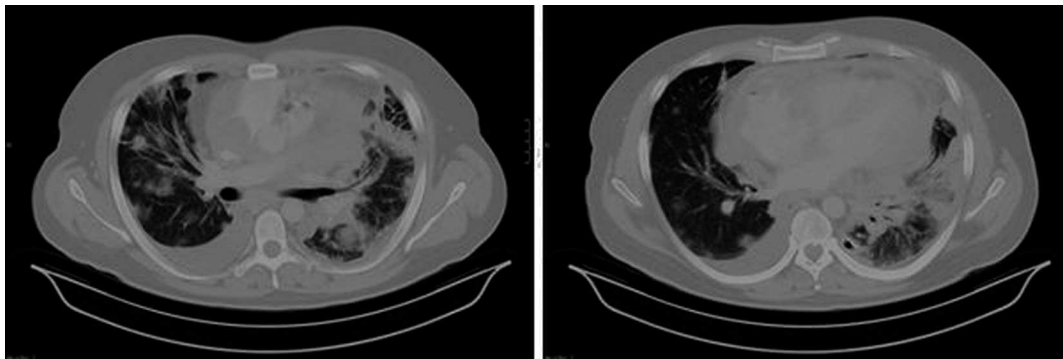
TC torácica – Massa tumoral invadindo miocárdio com múltiplas metástases pulmonares – Fase terminal
